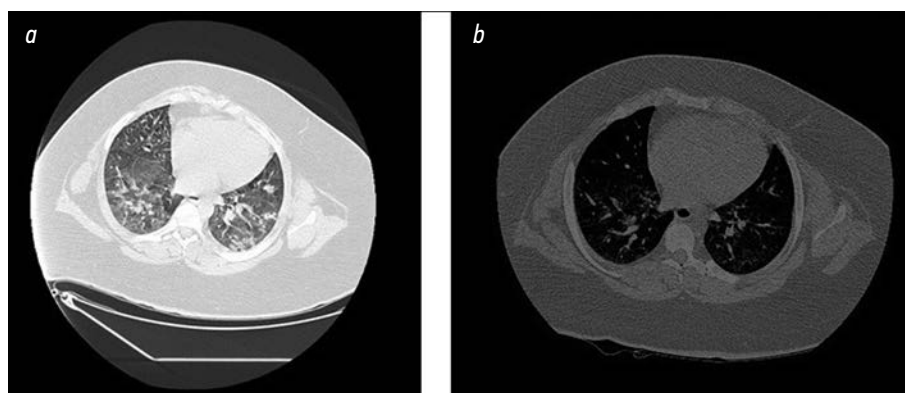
Компьютерная томограмма органов грудной клетки: а — от 10.01.2021; б — от 22.01.2021
